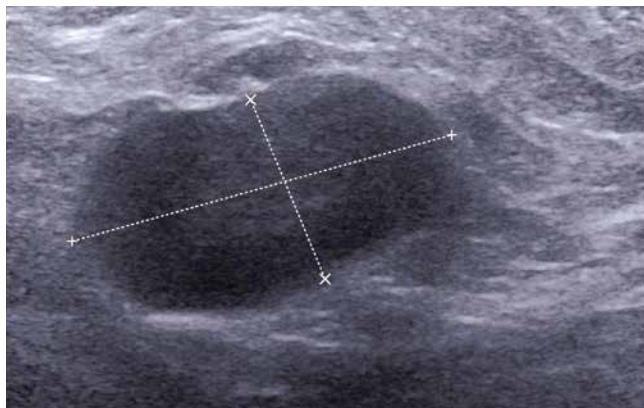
B-mode ultrasound image of axillary lymph node suspected of breast cancer metastasis. Thickened lymph node cortex as well as its reduced echogenicity and hilar blurring are noticeable
